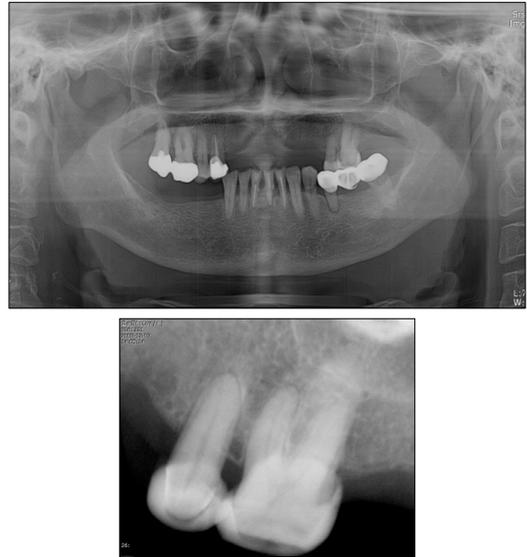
Initial panoramic, periapical view of case 1. PDL space widening and calcification of pulp is noted
